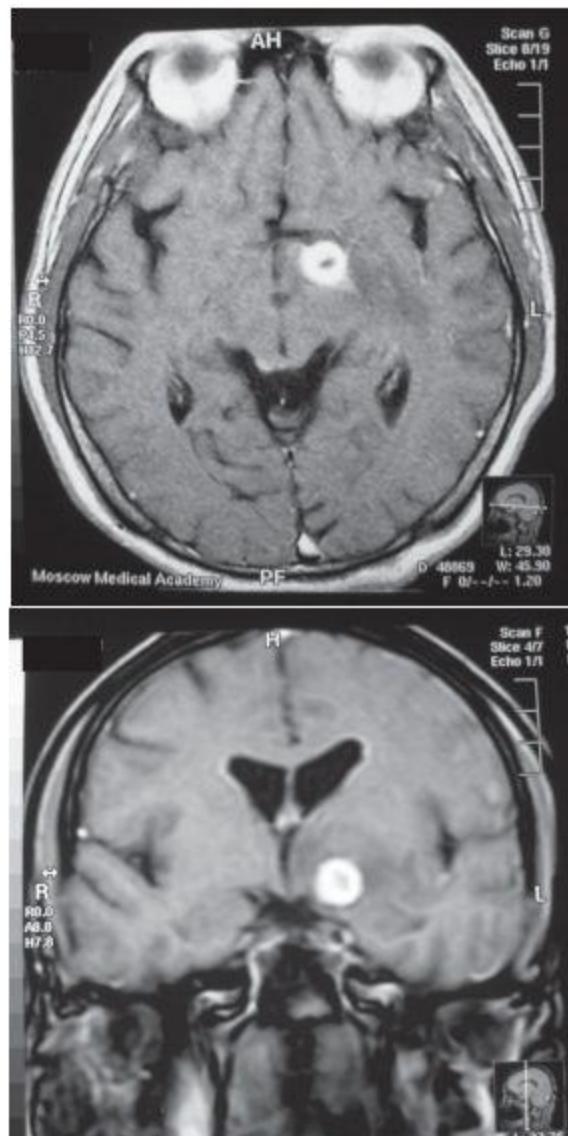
МРТ головного мозга после контрастного усиления больного К. от 09.10.08 г.
